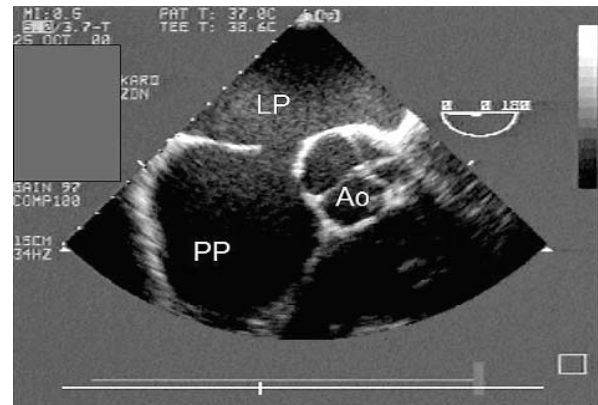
Badanie echokardiograficzne, projekcja przezprzetykowa wysoka. Centralnie położony ubytek typu otworu drugiego z zachowanymi rąbkami (strzałka)
